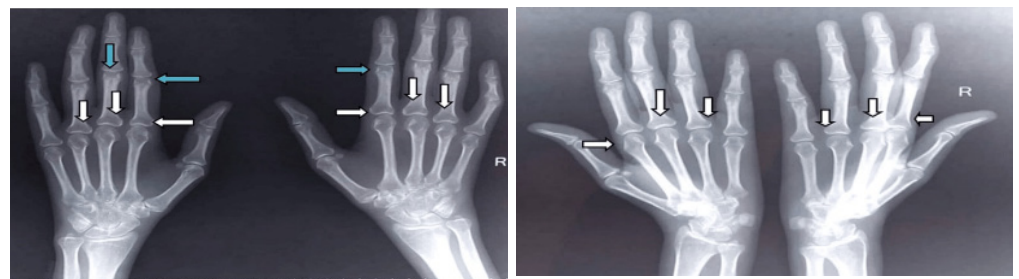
Radiografia tregon osteopeninë juksta-artikulare dhe erozionet periartikulare në nyjat proksimale interfalangeale (shigjeta e kaltër) dhe nyjat metakarpofalangale (shigjeta e bardhë)\*
